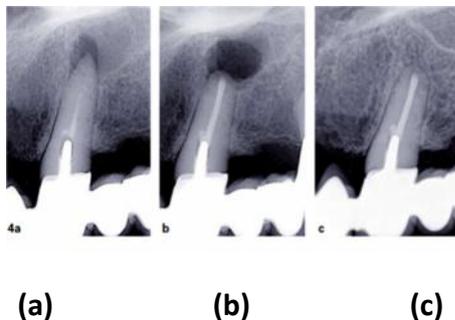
(a) Radiographie préopératoire de 23 présentant une lésion d'origine endodontique, (b) Préparation et obturation à retro de la totalité du canal jusqu'au contact du tendon, (c) Guérison à un an.
